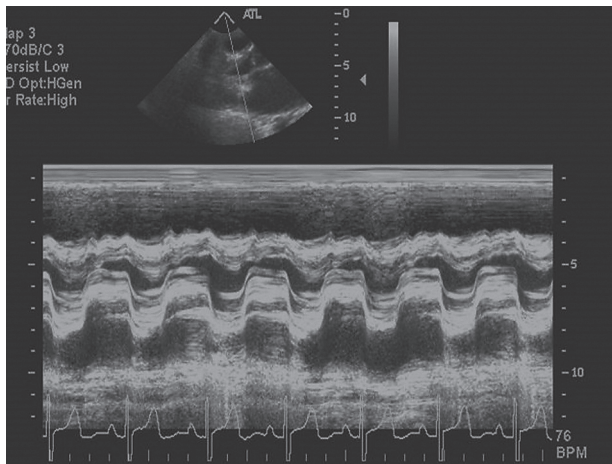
Эхокардиограмма в М-режиме больного с митральным стенозом. Видно конкордантное движение створок митрального клапана. Пояснения в тексте
